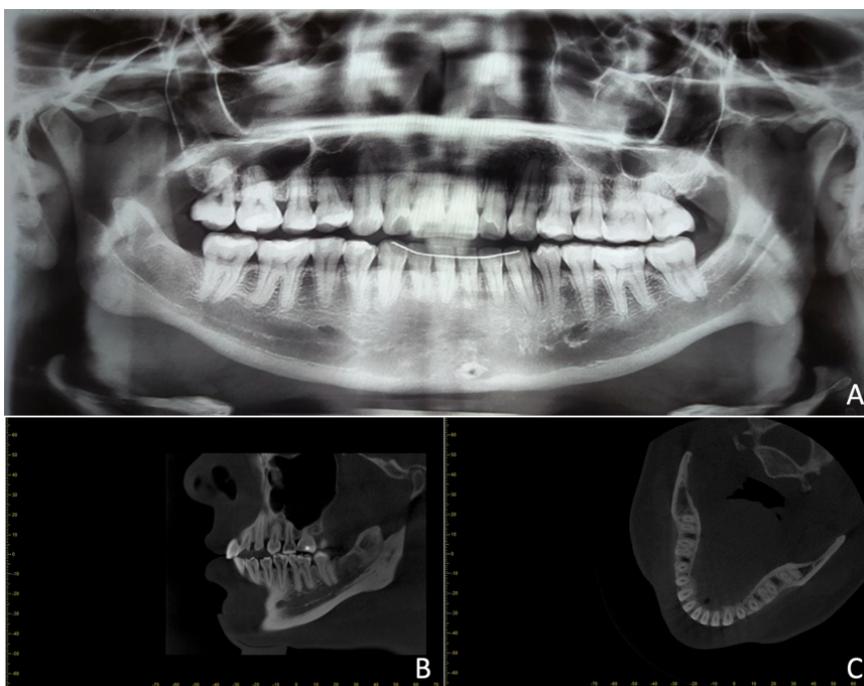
A: Radiografía panorámica del control postquirúrgico a 5 años. B y C: Tomografía computarizada de haz cónico (CBCT) de control postquirúrgico a 5 años en corte B: Sagital y C: Axial.
